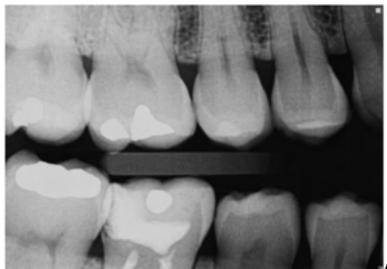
Radiografia Interproximal original de PMs D (A), e Radiografia Interproximal com apontamentos (B) das superfícies interproximais para região de PMs D. A seta vermelha aponta para imagem radiolúcida, abaixo da restauração plástica na caixa mesial do dente 46, tratado endodonticamente, e por isso, não sentira dor, compatível com infiltração por cárie. As caixas verdes mostram pontos de contato em ótima visão (inferior, devido à falta de ponto de contato, ou sutil diastema), e a caixa alaranjada mostra a sobreposição do ponto de contato, muito provavelmente devido ao tangenciamento dos raios centrais nos PMs. Note também as imagens radiolúcidas, em esmalte (vermelho) nos dentes 15(D), 45(D) e 46(M).
